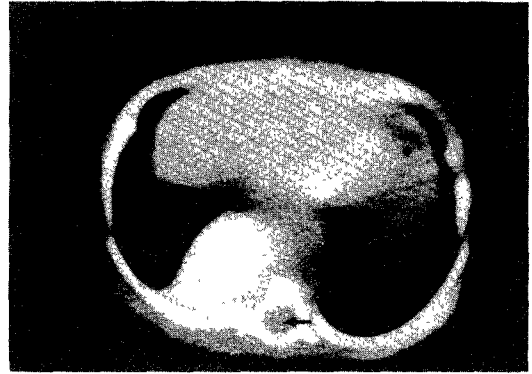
CT scan showed soft tissue mass with calcification in paraspinal area. Soft tissue mass was found in right side of spinal canal(arrow).
